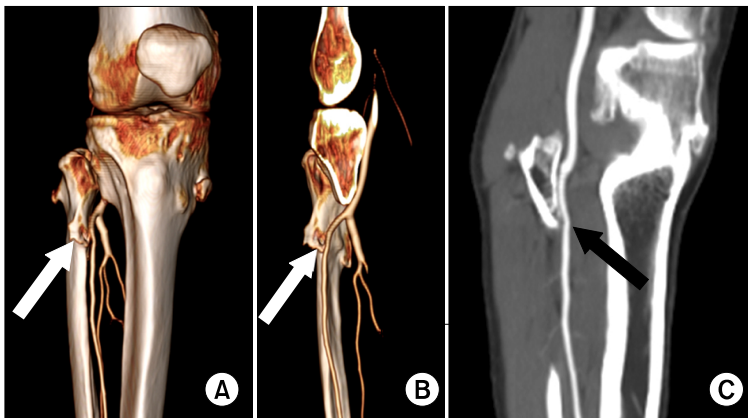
CT angiography of lower extremities. On volume rendering images (A, B), proximal segment of the right anterior tibial artery courses around an osteochondroma (arrow) arising from proximal fibula. Curved MPR image (C) shows angulation of the anterior tibial artery (arrow) caused by an osteochondroma.
